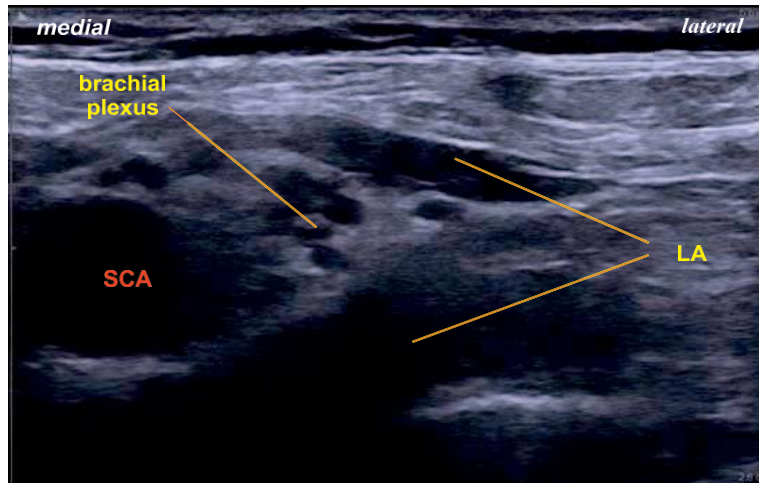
Imagen de ultrasonido demostrando el plexo braquial rodeado por el anestésico local.
